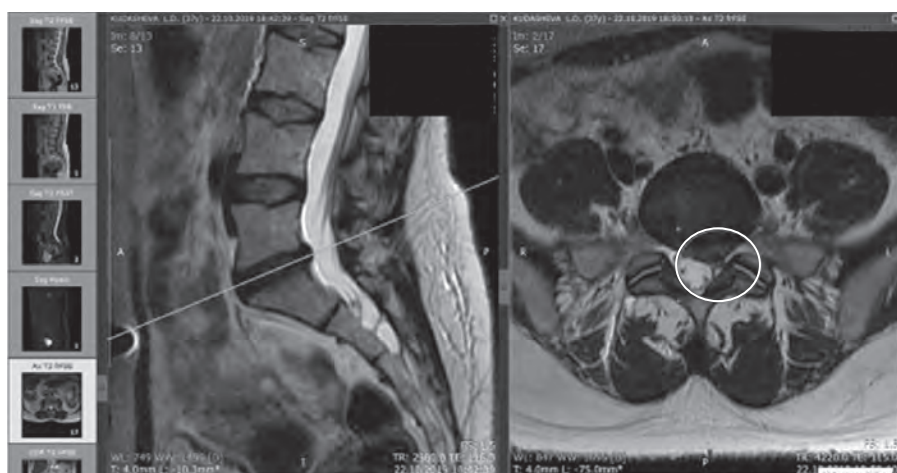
МРТ-картина пациента М., 36 лет, до лечения
